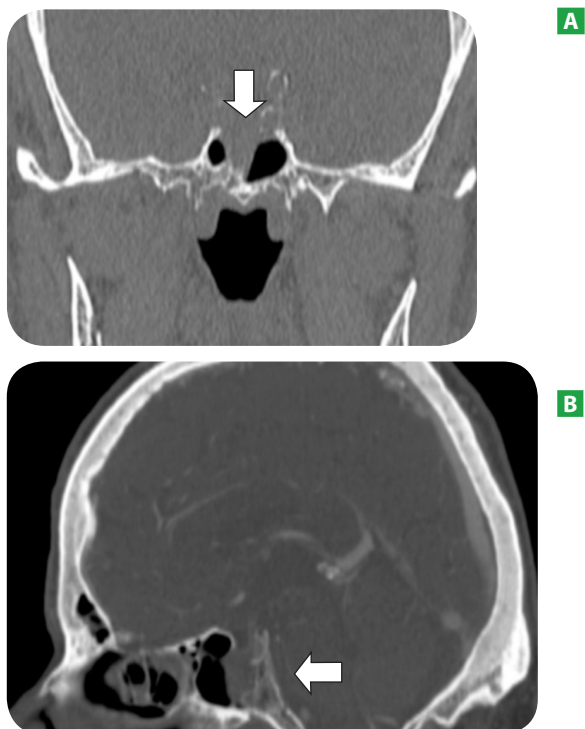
TC de senos paranasales, corte coronal sin contraste intravenoso (A), y corte sagital con contraste intravenoso (B) que muestran una masa de partes blandas en la luz del seno esfenoidal (flechas) que destruye el techo del mismo y el suelo de la silla turca con remodelación del clivus.
